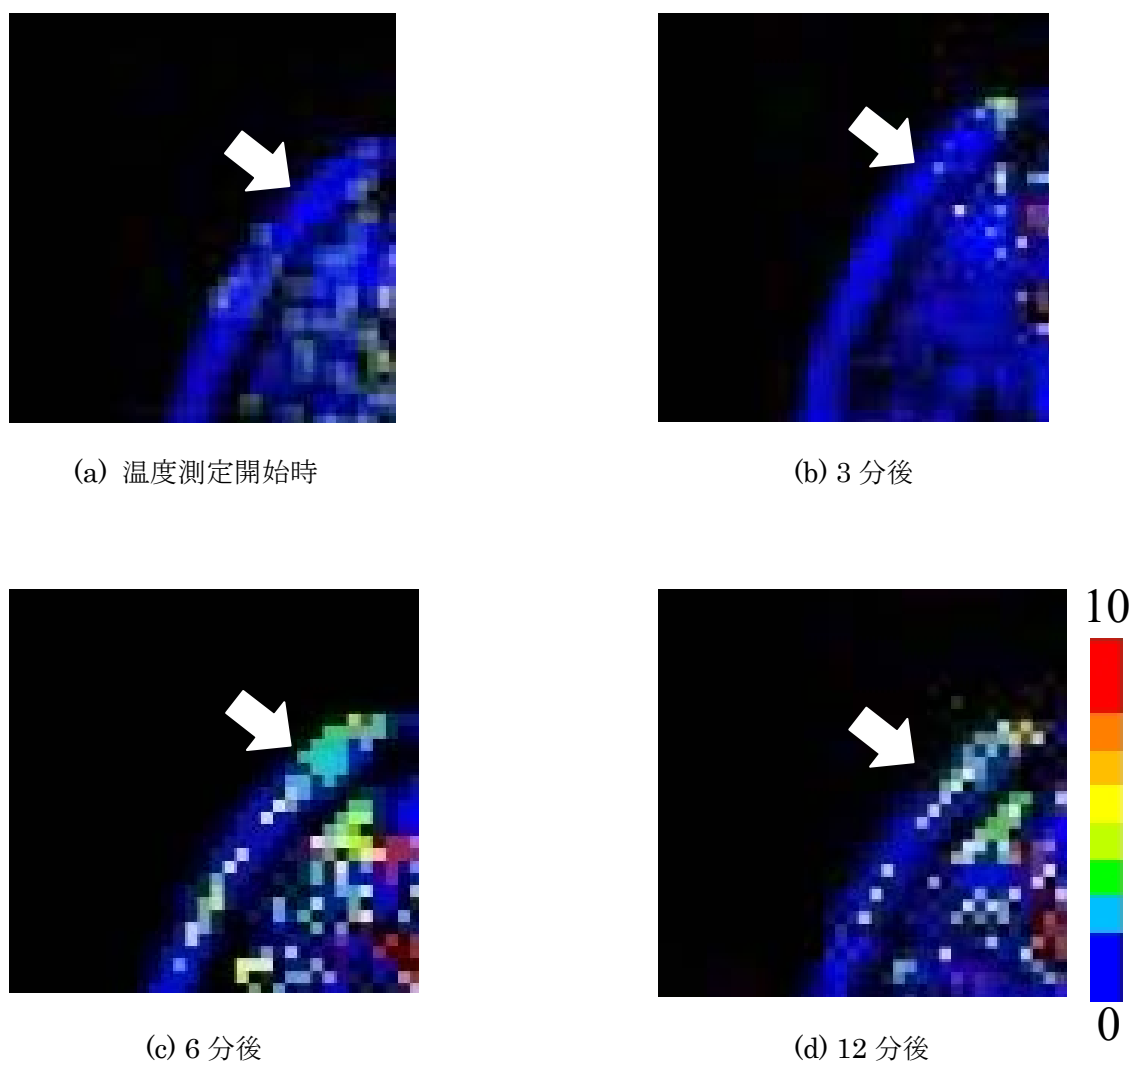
MRI を用いた継時的温度測定画像
